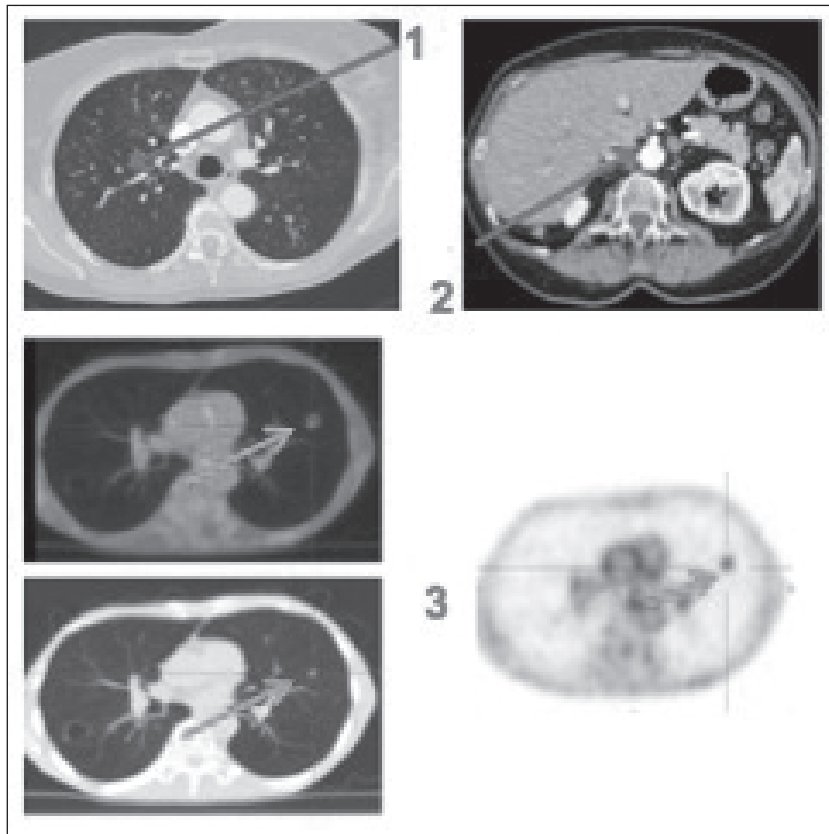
(1) Lésion équivoque pulmonaire au Ct-scan (flèche). (2) Lésion équivoque surrénalienne au Ct-scan (flèche). (3) Lésion pulmonaire considérée comme probablement maligne sur base du PET-ct (flèche).
